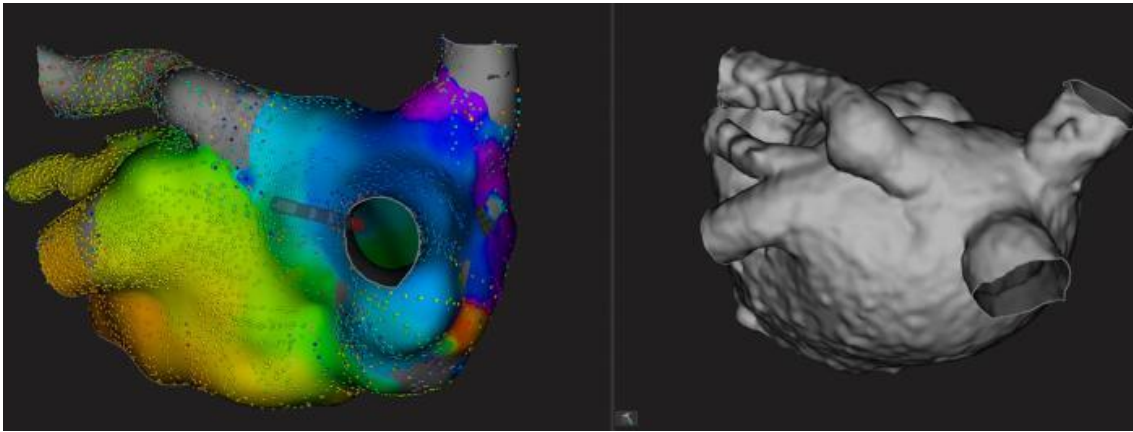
Reproducido de Ballesteros y colaboradores, Revista Española de Cardiología 2017 (164). Vista posterior de la aurícula izquierda. Puede observarse la precisión en la reproducción anatómica del mapa electroanatómico de alta densidad (panel izquierdo) comparándolo con la reconstrucción tridimensional de la tomografía computarizada (panel derecho). Se observa una variante anatómica en la salida de la vena pulmonar superior izquierda desde el techo auricular, que no fue impedimento para realizar el mapa.
